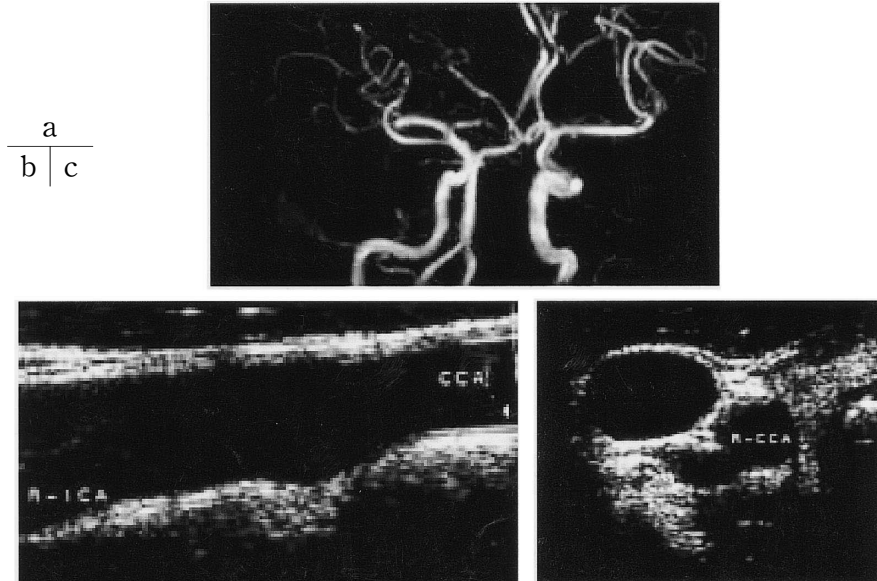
a) Magnetic resonance angiography (MRA) revealed atherosclerotic change in the right middle cerebral artery (MCA). Note the fainter image of the right MCA compared to contralateral side. Cervical echogram showed no plaque or stenosis in the bifurcation of common carotid artery: b) sagittal, and c) axial view.
